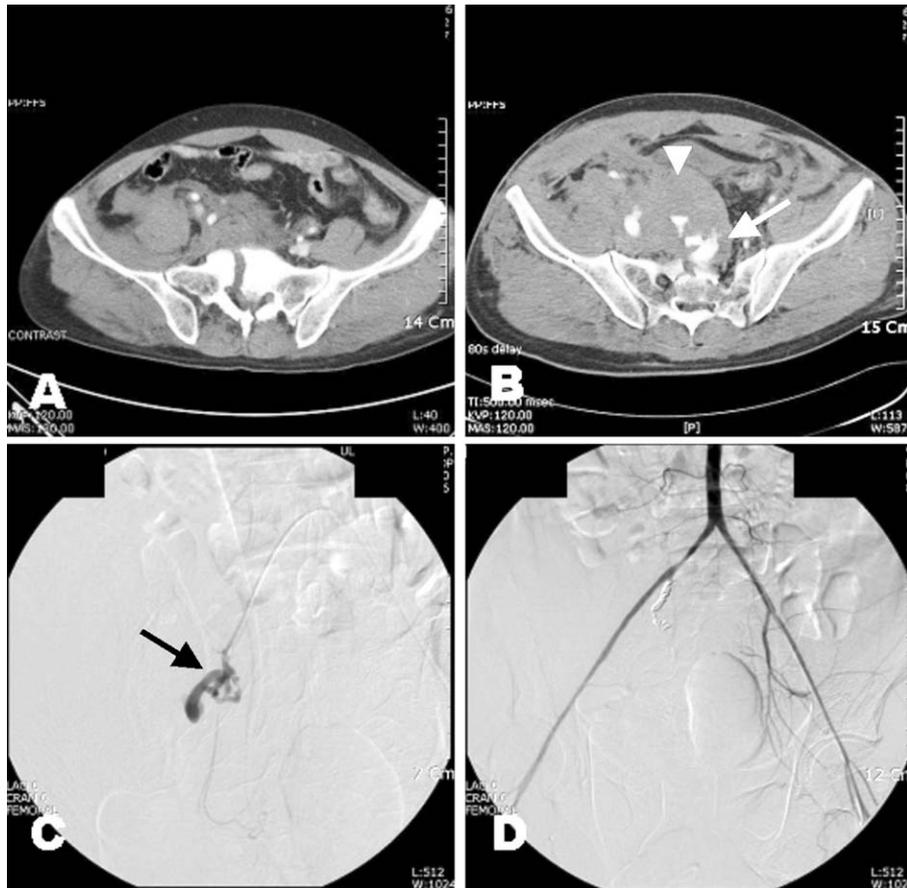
Contrast enhanced computed tomography scans of a 42-year-old man with pelvic bone fracture, antero-posterior compression type I (A), show active contrast extravasation (arrow) with large hematoma in pelvic cavity (head arrow) (B). (C) Digital subtraction angiography identifies active bleeding from the right internal iliac artery (arrow). (D) After successful embolization of right internal iliac artery with microcoils, angiography shows no more contrast extravasation.
